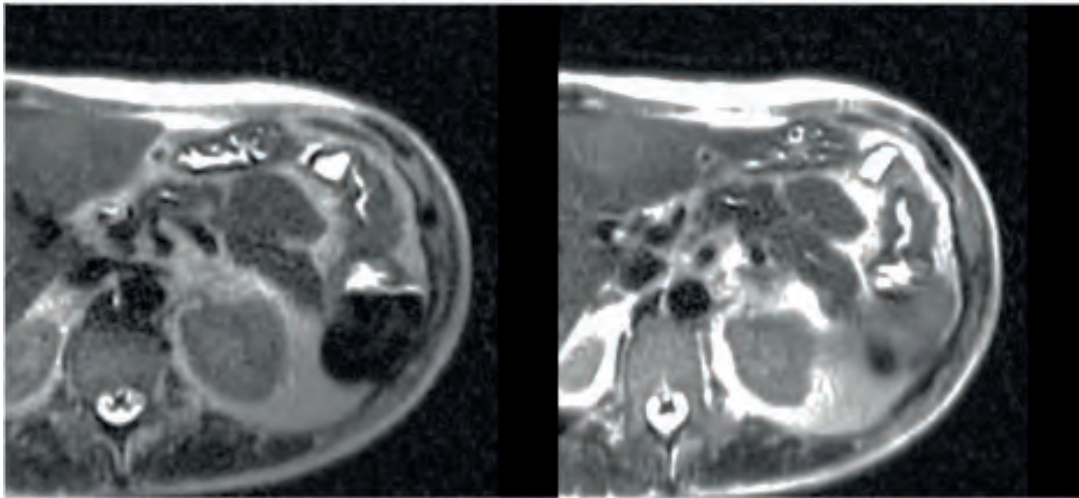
Adenocarcinoma of the splenic angle of the colon. Hydro-MRI in axial projection (mode T2). Endophytic formation with signs of significant narrowing of the intestinal lumen will be determined
